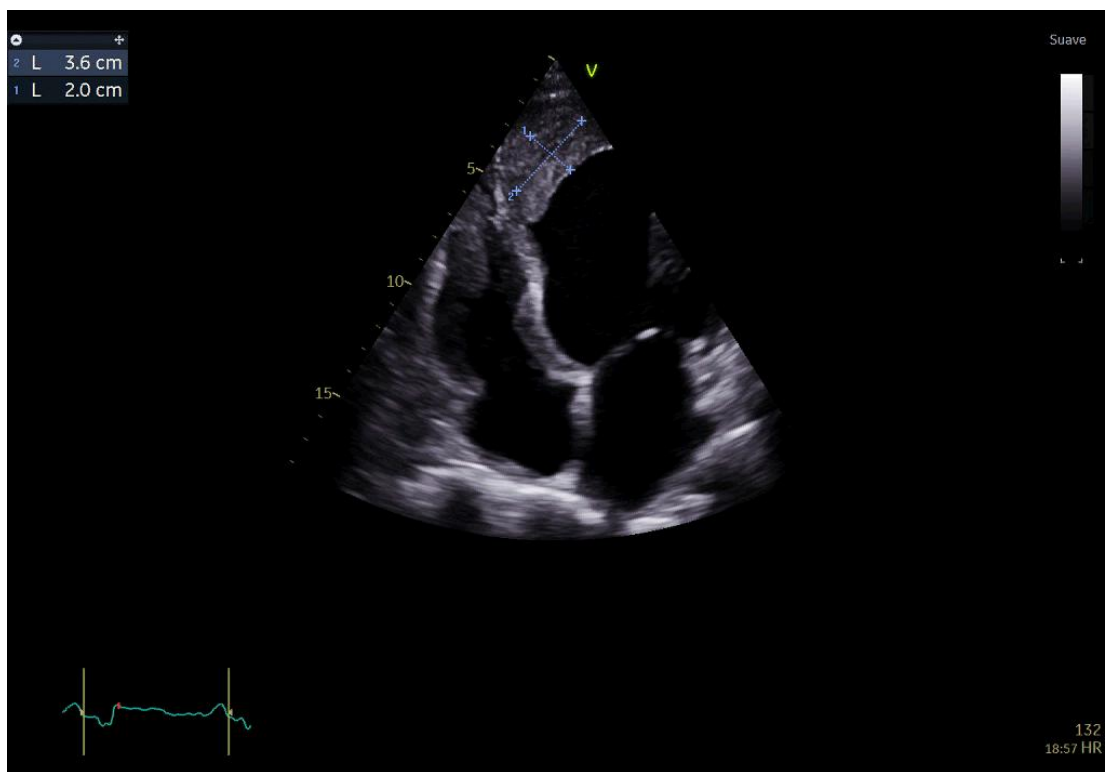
ETT donde se visualizan dimensiones de trombo intraventricular izquierdo en plano apical 4 cámaras.
